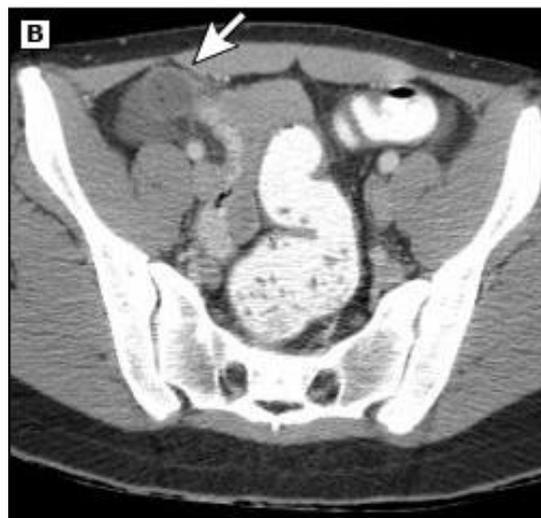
Tomografía con hallazgos de apendicitis ⁶
